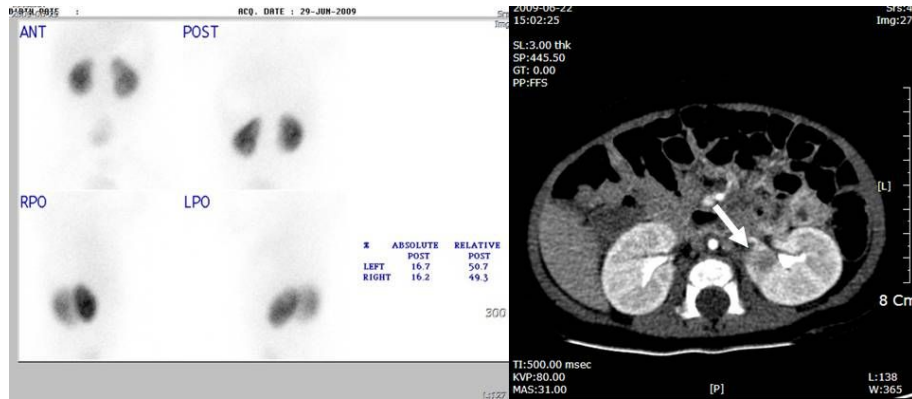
Focal unilateral renal lesion: DMSA scan fails to show any renal defect, which was detected by the CT scan. The differential renal function ratio of Lt to Rt is 50.7:49.3.
